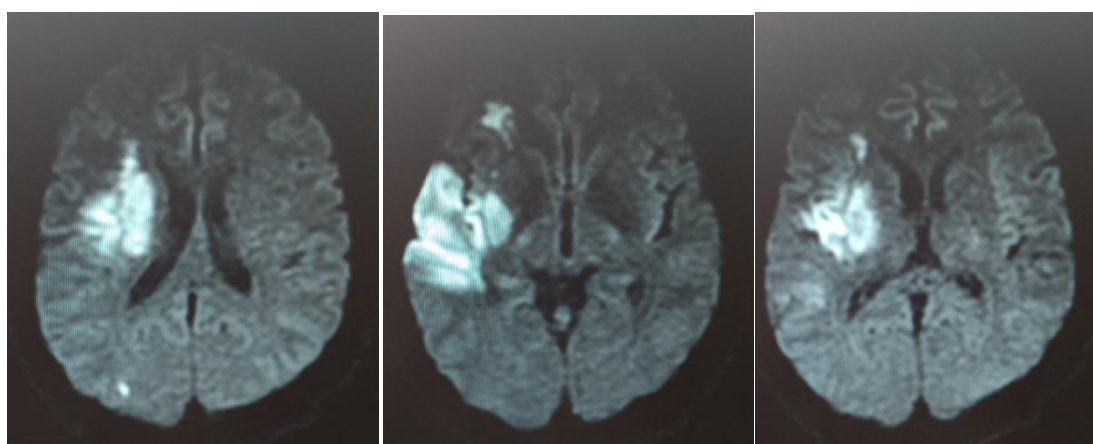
МРТ головного мозга (ДВИ) пациента С-ва на вторые сутки инсульта
